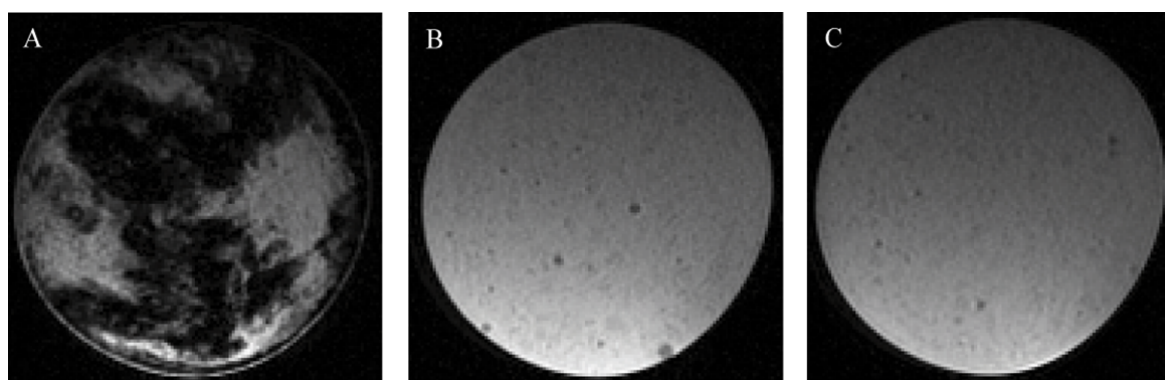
Kernspintomographische Visualisierung von Magnetit-AmB-NS-RBCs
